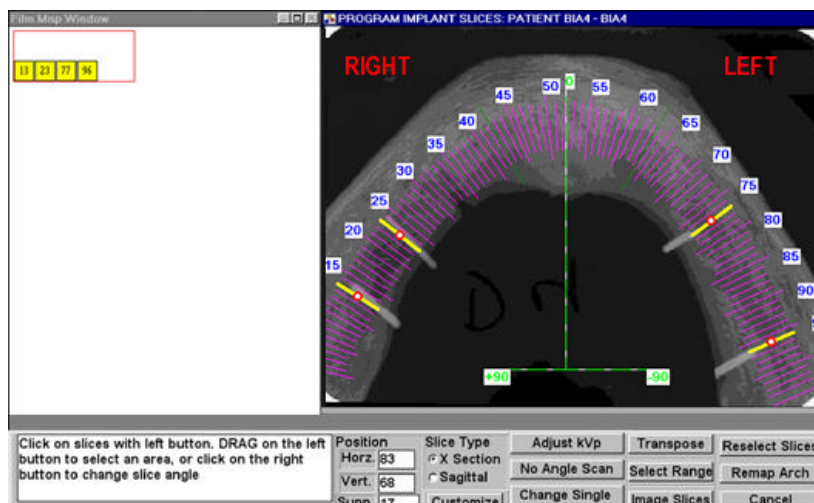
Seleção dos cortes ortorradiais por tomografia hipocicloidal.
